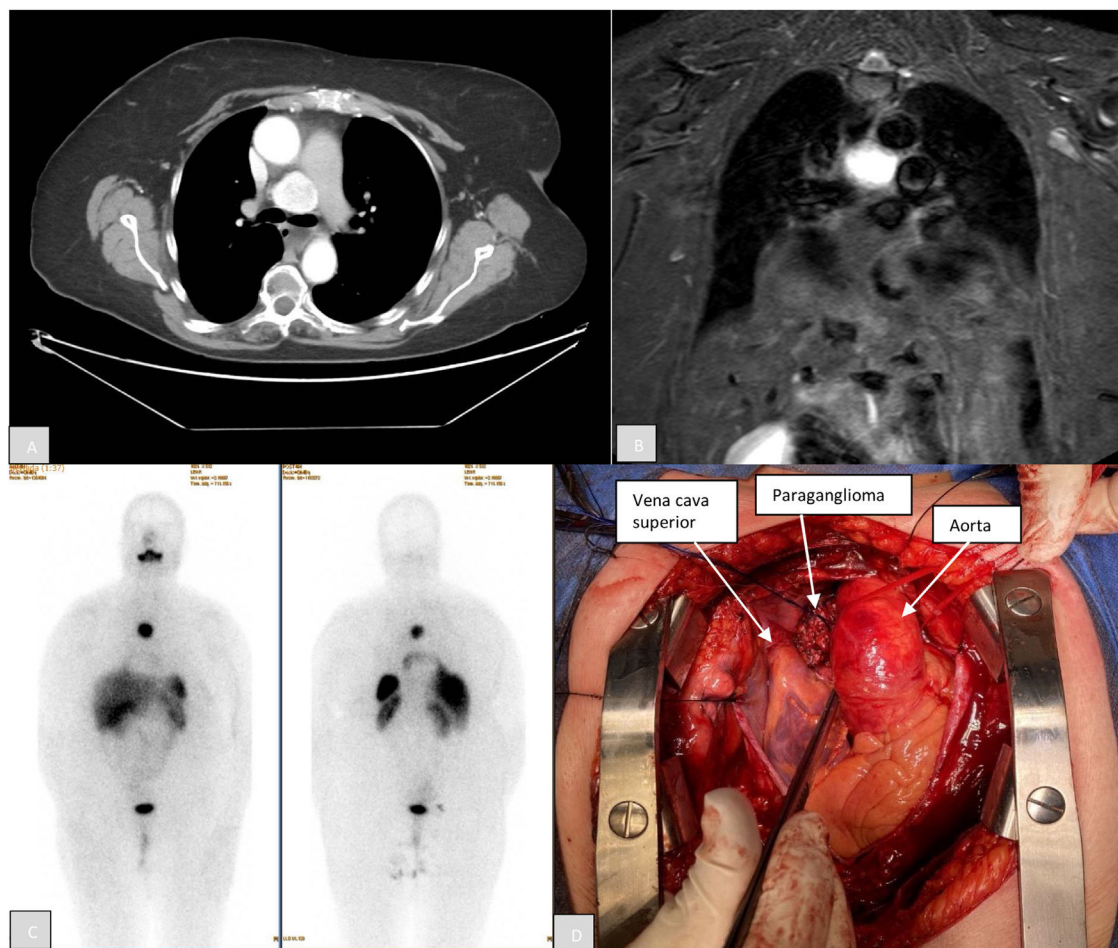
A) Corte axial de la TC con contraste. B) Corte sagital de la RM en secuencia T2. C) Gammaografía de receptores de somatostatina con captación en el mediastino. D) Esternotomía media de la paciente del caso número 1.
